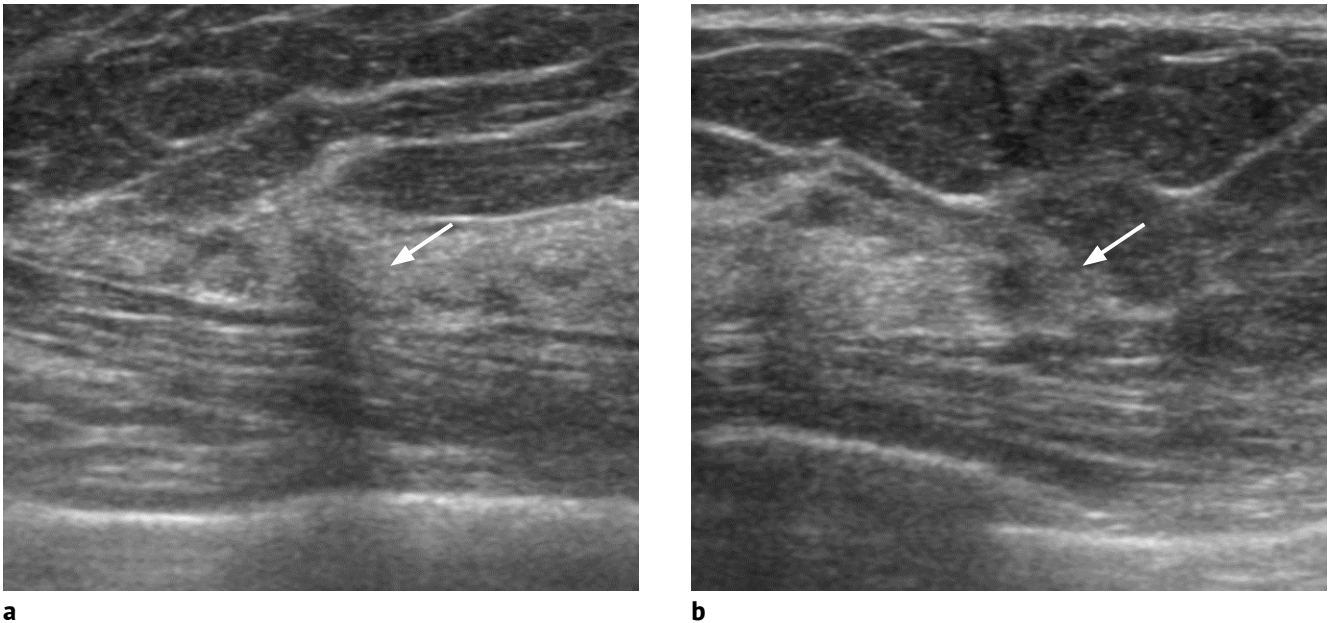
A 64-year-old woman who referred to our institution due to proven left breast cancer. The transverse (a) and longitudinal (b) breast sonograms show a 6 mm sized irregular shaped low echoic nodule with indistinct margin in her right breast. Adjacent parenchymal distortion was also noted. Final BI-RADS-US category was 4b. The core needle biopsy result was stromal fibrosis, classified as discordant benign. Surgical excision was performed and the final pathology was invasive ductal carcinoma.
